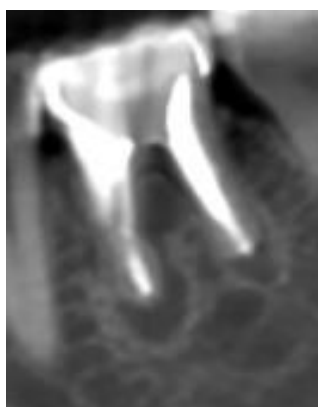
Прицельная рентгенограмма зуба 4.6. пациента А., 37 лет
